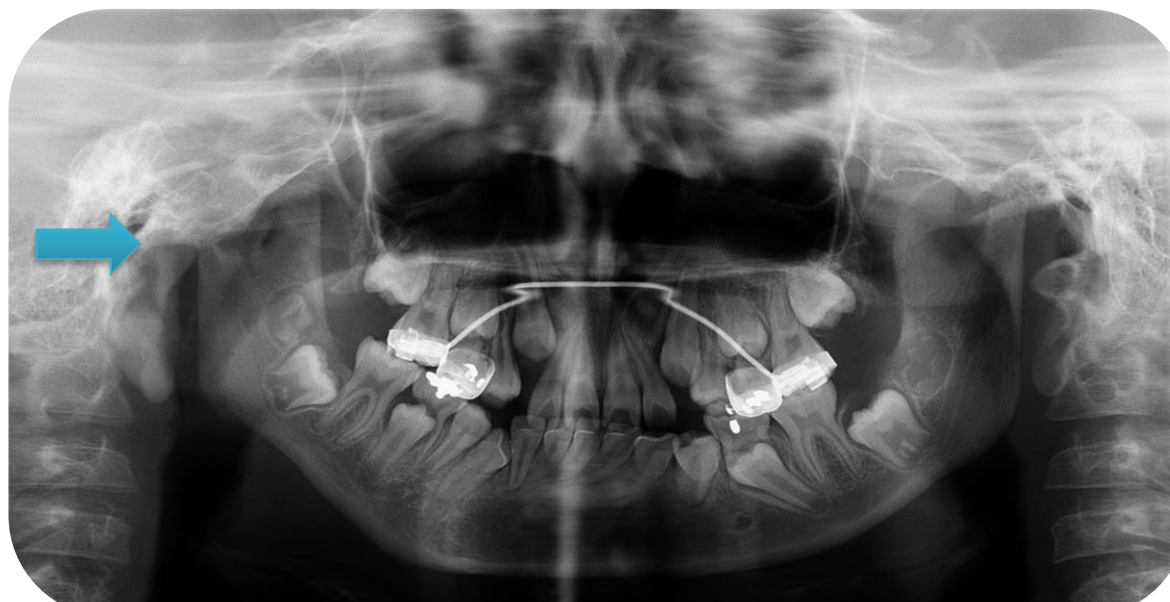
Radiografía panorámica 2017, presenta remodelación de cóndilo derecho posterior a la artroplastia, debido a la anquilosis fibrosa. Dentición mixta temprana.
